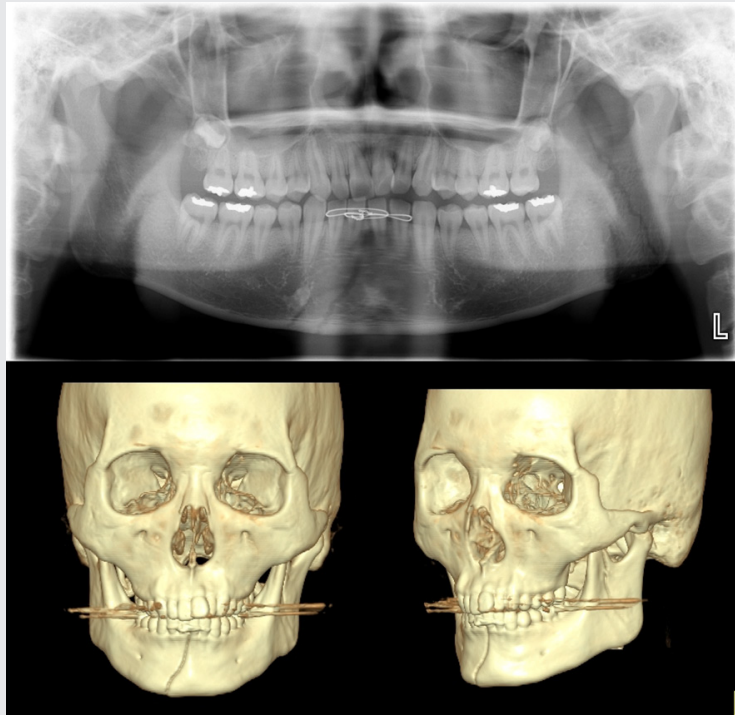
17세 남자환자가 합기도 시험 도중 좌측 하악부를 가격당하여 발생한 하악골 골절로 본원 응급실을 내원하였다. 파노라마 사진 상(위) 하악 전치부에서 우측 견치 하방을 향해 사선으로 주행하는 하악 정중부 골절 및 좌측 하악골의 S형 절흔에서 하악각으로 수직으로 주행하는 하악지 골절을 확인할 수 있다. CT(아래)를 통해 악골 및 치아에 발생한 외상을 3D view로 변환하여 시각적으로 정확하게 파악할 수 있다.
